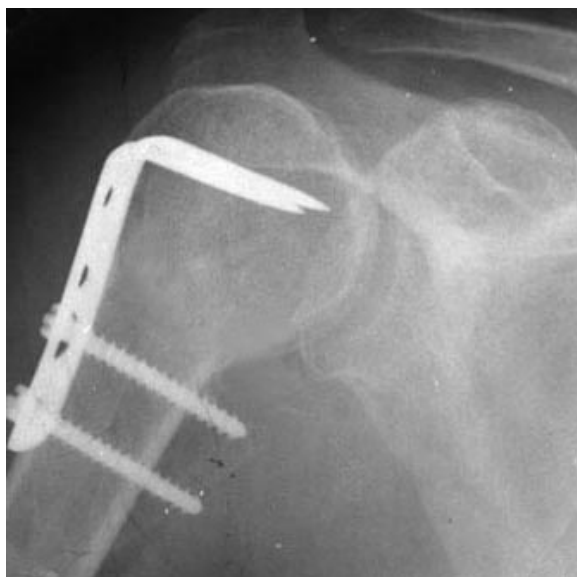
Фотоотпечаток с рентгенограммы правого плечевого сустава больного А. 41 год, И/Б №62072 через год после операции, передне-задняя проекция.
